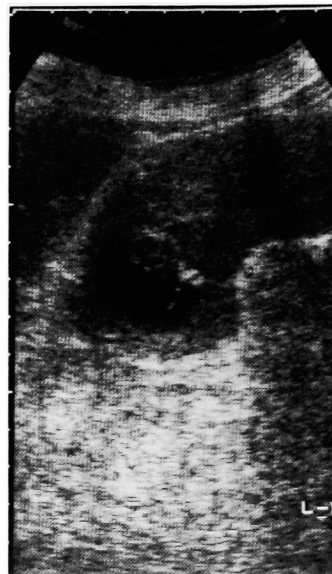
Ultrasonogram showed ovoid mass containing low-level echos in upper pole of left kidney.
